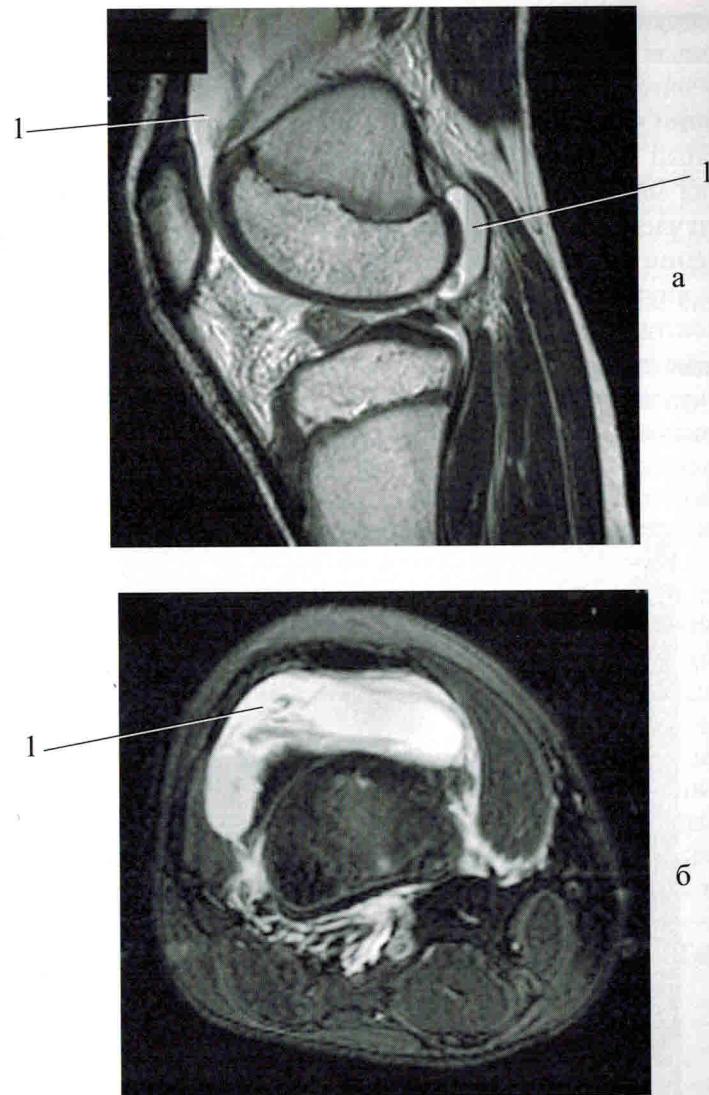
МРТ коленного сустава. Острый гемартроз коленного сустава.
